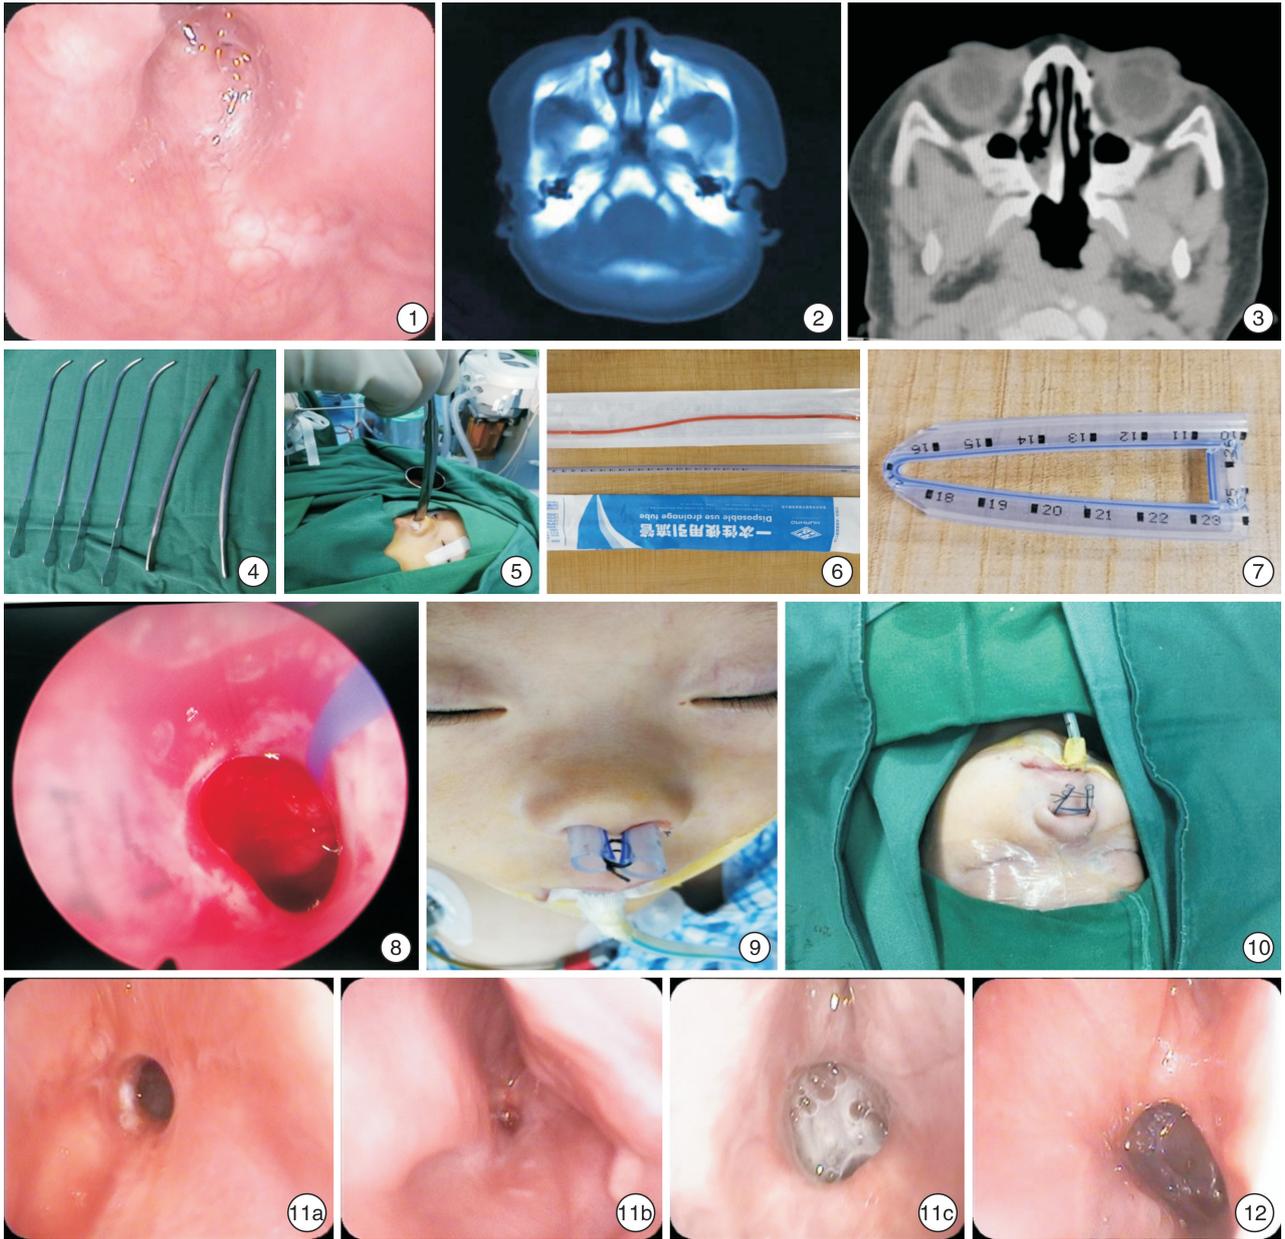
电子鼻咽镜示鼻后孔闭锁；图 2 鼻部 CT 示先天性双侧鼻后孔闭锁；图 3 鼻部 CT 示先天性单侧鼻后孔闭锁；图 4 尿道扩张子；图 5 逐步扩大鼻后孔；图 6 带有蓝色标记及刻度的硅胶管和红色吸痰管；图 7 制作鼻腔“U”形支撑管；图 8 鼻内镜下“U”形支撑管鼻后孔处；图 9 单侧鼻后孔闭锁鼻腔支撑管置入后；图 10 双侧鼻后孔闭锁鼻腔支撑管置入后；图 11 复发病例 11a: 拔除鼻腔支撑管即刻；11b: 拔除鼻腔支撑管 1 个月；11c: 二次手术拔除鼻腔支撑管 15 个月；图 12 单侧鼻后孔闭锁拔除鼻腔支撑管 6 个月
